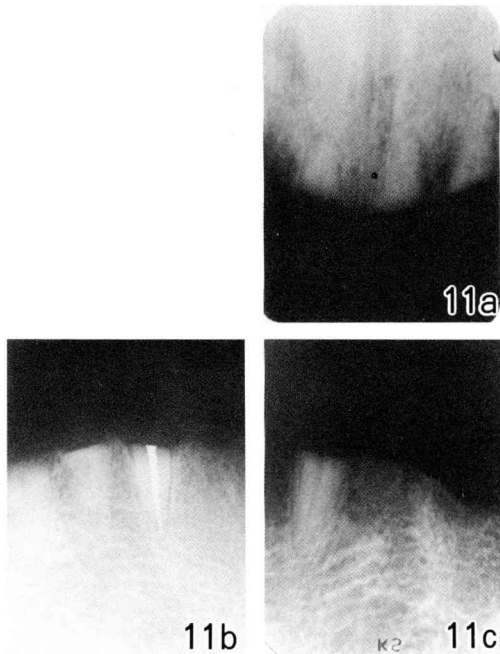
Radiographs of submerged roots one month after the operation.
